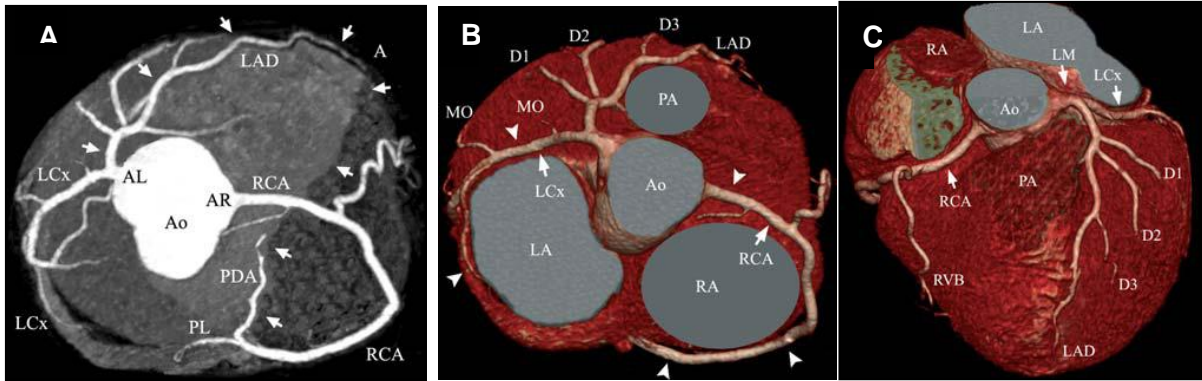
Reconstrução tridimensional em angiotomografia de coronárias de 64 canais demonstrando a anatomia coronariana normal: A) Descendente anterior e Descendente posterior (PDA) fazem uma meia volta (setas) e irrigam o septo interventricular (visão superior). B) Coronária direita (RCA) e Circunflexa (LCx) correm no sulco atrioventricular (setas) e emitem ramos em direção apical irrigando o lado direito e esquerdo do coração, respectivamente. A Descendente anterior origina vários ramos diagonais (D) perfundindo a parede anterior do ventrículo esquerdo. Circundando o sulco atrioventricular a partir da esquerda, visualiza-se a circunflexa emitindo dois ramos marginais obtusos (MO). C) Visão anterior das principais artérias coronárias. O tronco de coronária esquerda (LM) divide em Descendente Anterior e Circunflexa. Descendente anterior emite três ramos diagonais e a Coronária Direita origina um ramo ventricular direito grande (RVB). Ao: aorta, AR: seio coronariano direito, AL: seio coronariano esquerdo, PA: artéria pulmonar, AE: átrio esquerdo, RA: átrio direito, A: ápice do coração, PDA: artéria coronária descendente posterior. Fonte: *Coronary artery anomalies detected by MSCT-coronary angiography in the adult, Netherlands Heart Journal, Volume 16, Number 11, November 2008.*
